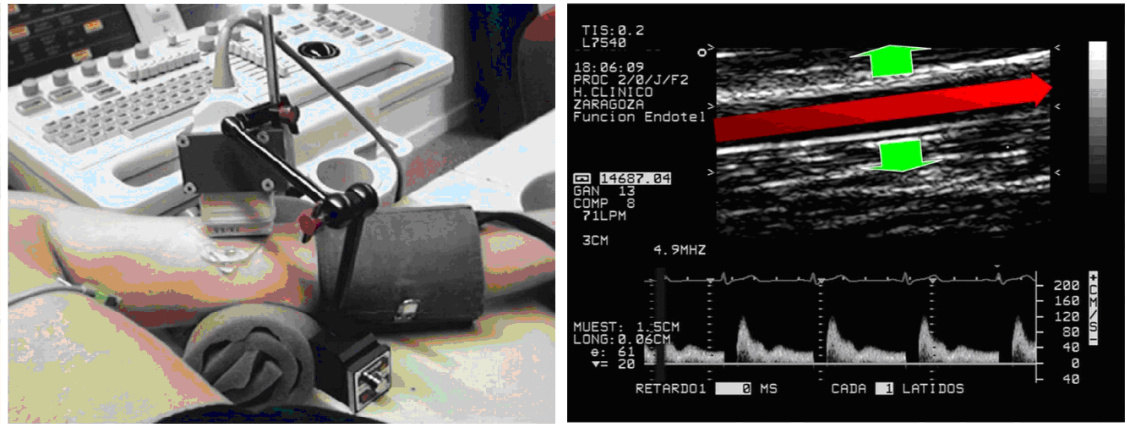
Técnica da Vasodilatação fluxo-mediada da Artéria Braquial, utilizando Ultra-sonografia (adaptado de ARREBOLA-MORENO, 2012)
